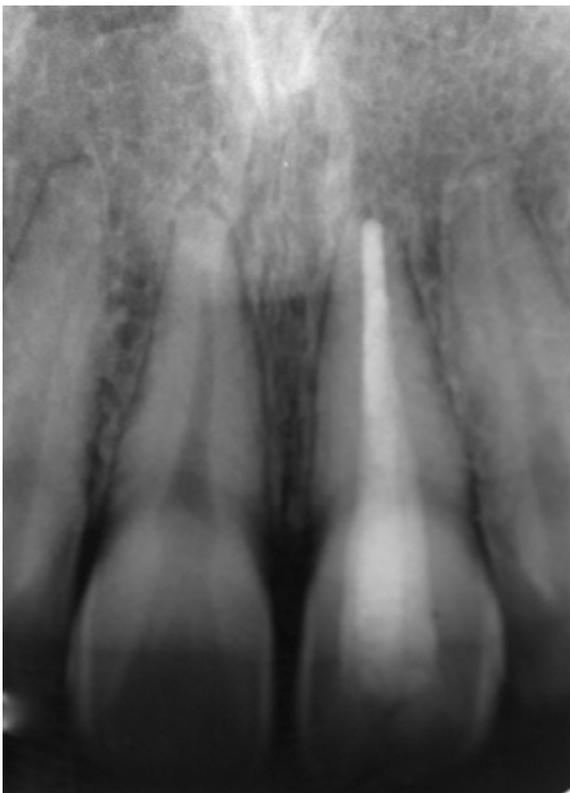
Radiografia final com pino cimentado e dente restaurado.
